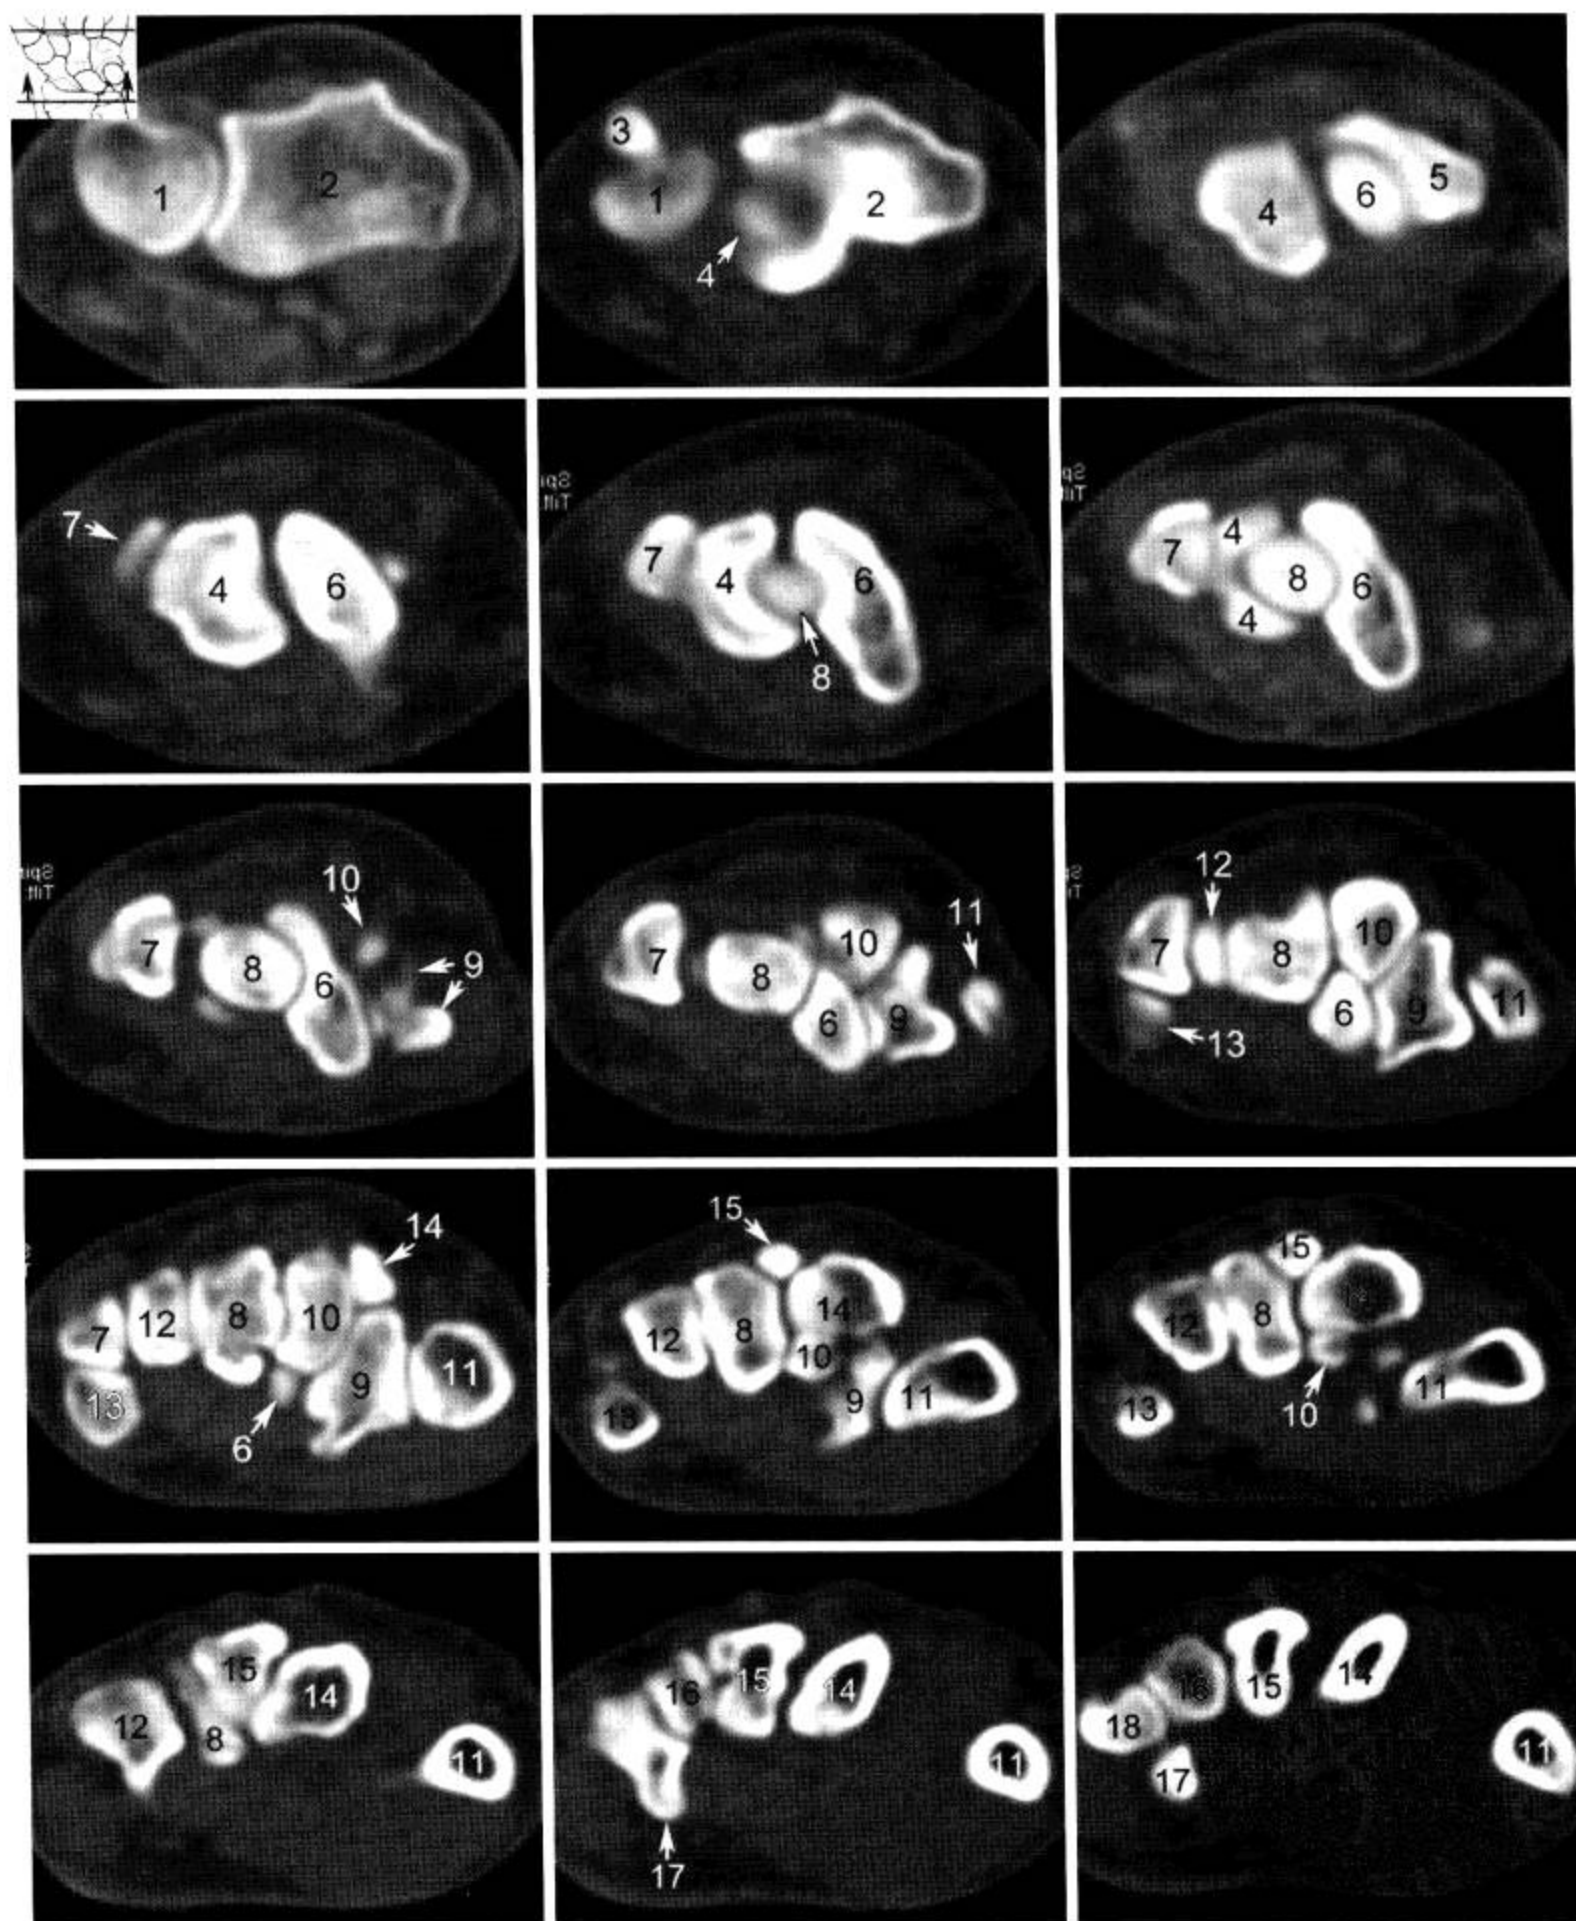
腕关节 CT 横断面 (窗宽 1 000 Hu, 窗位 150 Hu)
